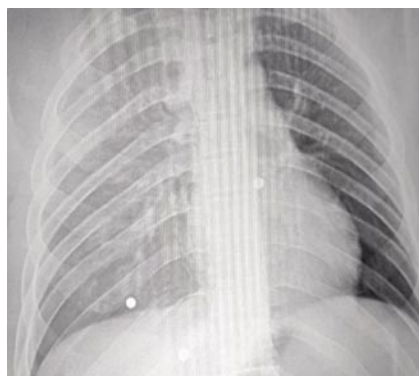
Пациент Б., 25 лет. Рентгенограмма груди. Инородное тело в проекции сердца. Ранение правого желудочка сердца.
